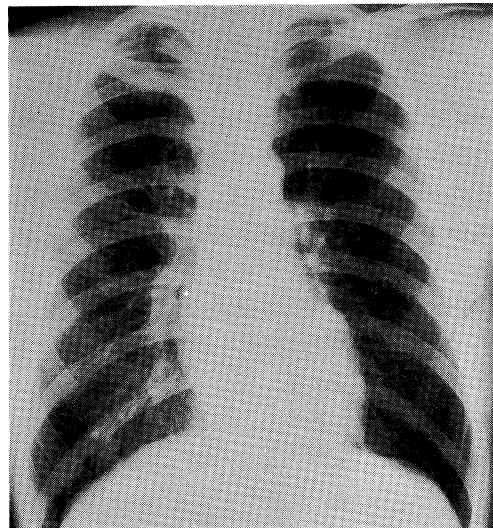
Chest X-ray film of next son, revealing patchy consolidation in right lower lung field.
